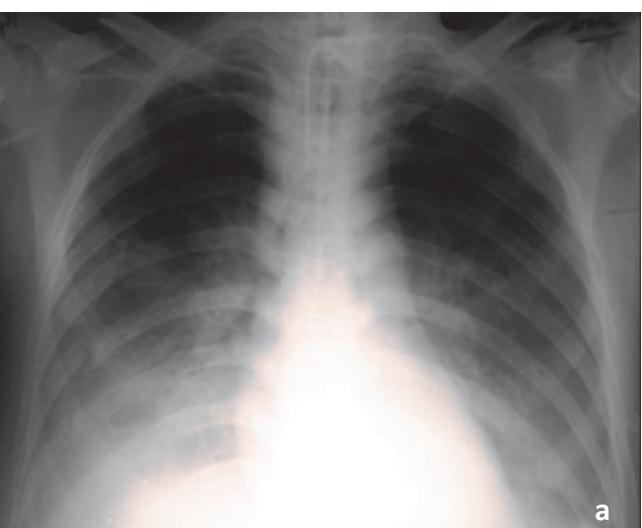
4-и сутки ОРДС у больного 2-й группы. а) двустороннее симметричное затемнение в средненижних лёгочных полях и по всем лёгочным зонам, «воздушная бронхограмма»; б) КТ: двусторонне симметричное уплотнение лёгочной ткани по типу альвеолярной консолидации, «воздушная бронхограмма»; выпот в правой плевральной полости.
